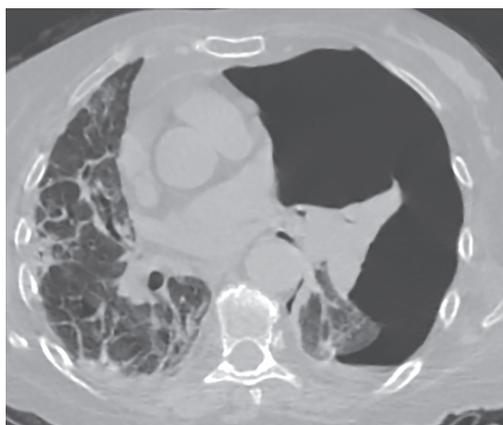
МСКТ органов грудной клетки больного М. 84 лет с COVID-19, КТ-2, стадия фибрирования, пневмоторакс слева
